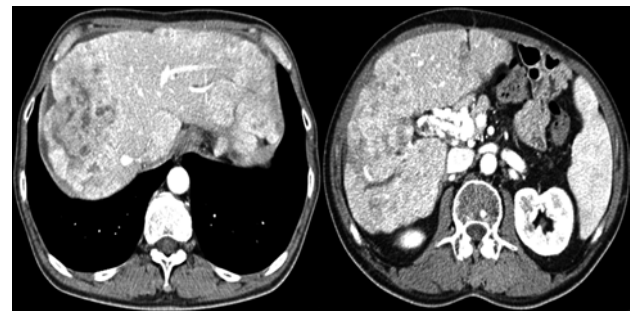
Follow-up CT scan. Interval aggravation of multiple variable sized metastases in both hepatic lobes since last CT.
